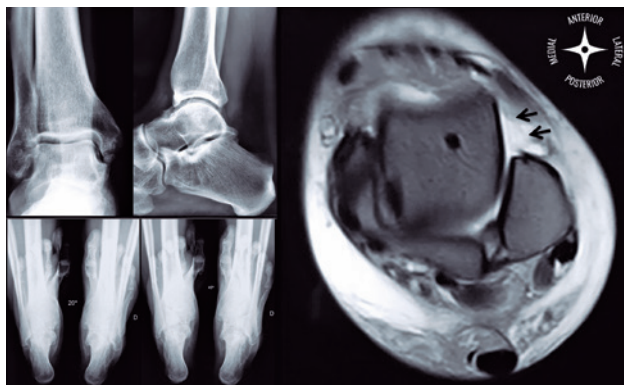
Estándar AP and Saltzman incidences and MRI showing ATFL rupture
